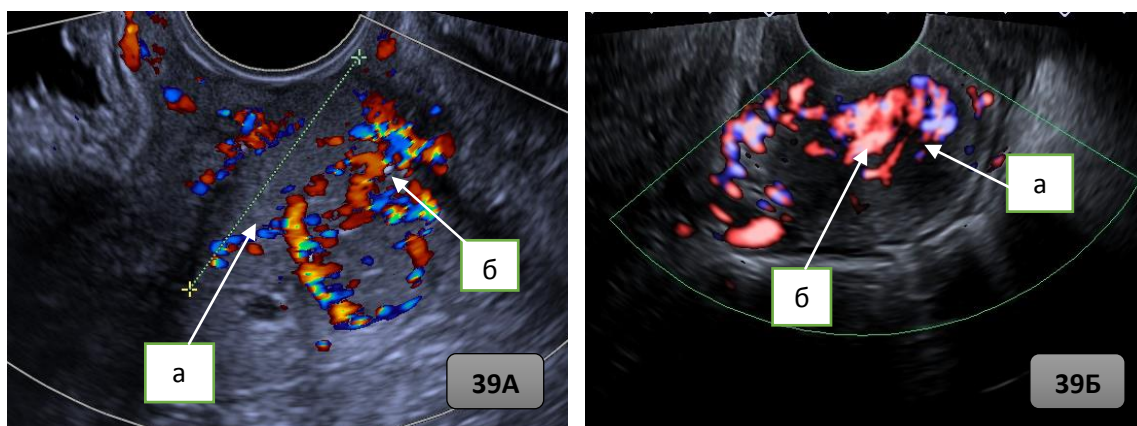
Рисунок 39А и 39Б. Ультразвуковая томограмма усиленной васкуляризации в опухоли шейки матки: а) опухоль шейки матки; б) усиленная васкуляризация.
